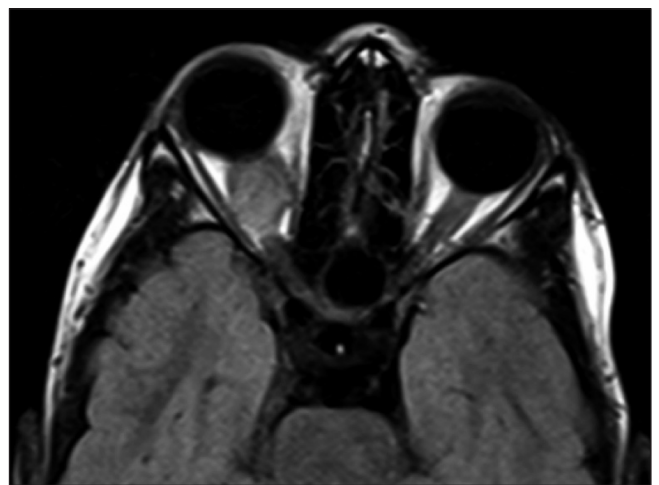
Gliome du nerf optique droit dans sa portion intraorbitaire (Axial FLAIR).
